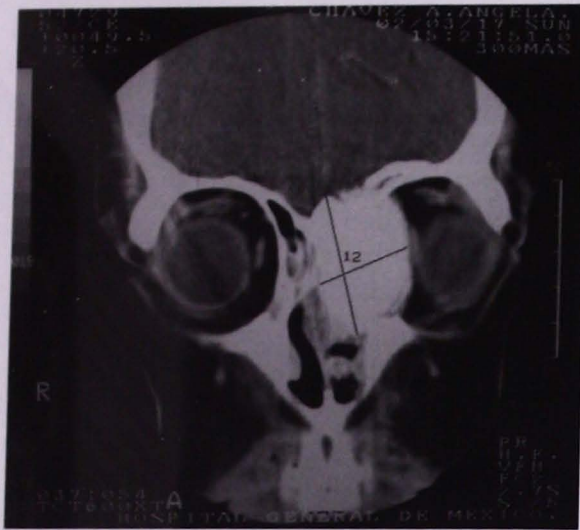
Tomografía computarizada en corte coronal muestra masa ocupativa en celdillas etmoidales, que desplaza órbita hacia la izquierda.
